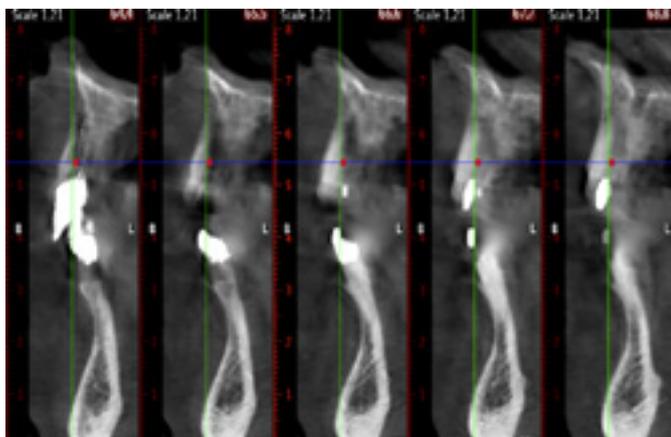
Imagen del CBCT
